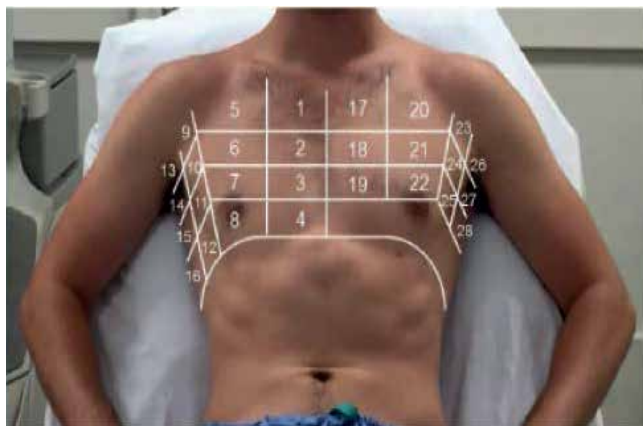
Протокол LUS-SE — выполнение УЗИ легких до и после стресс-теста [с изменениями из 24].
